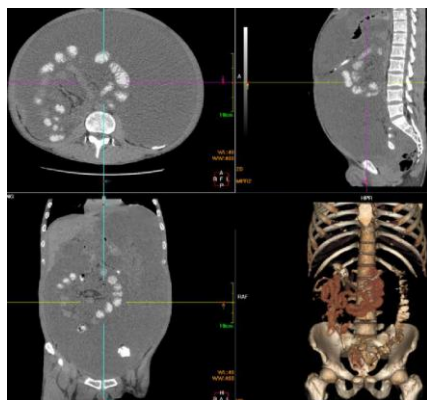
PMP 患者，CT 示腹腔内大量黏液病变，小肠袢明显受压、移位、聚集于中腹部
